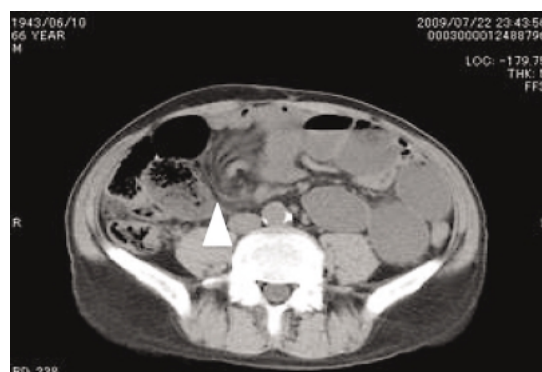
絞扼性イレウス 66歳男性 単純CT：この症例は早期胃癌に対して胃全摘術を、その後脾頭部癌に対して脾頭十二指腸切除術を受けた患者である。小腸には比較的長い距離にわたり過剰な液体貯留像を伴う異常拡張像を認める。また、右中腹部にWhirl sign(矢頭)が見られる。索状物による絞扼性イレウスが疑われる。術中写真：緊急手術を行い、索状物(矢印)を切除し腸管切除は免れた。
